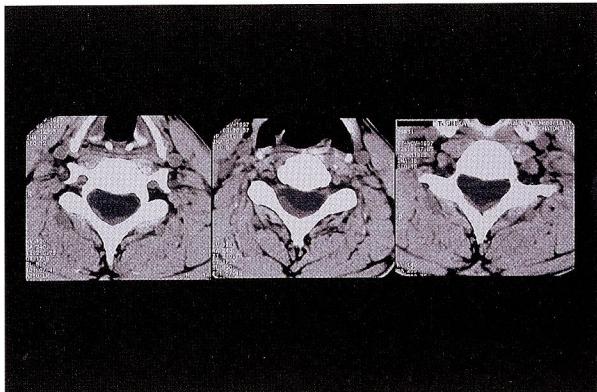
Cervical CT scans revealed spinal cords marked compressed by cystic mass.
